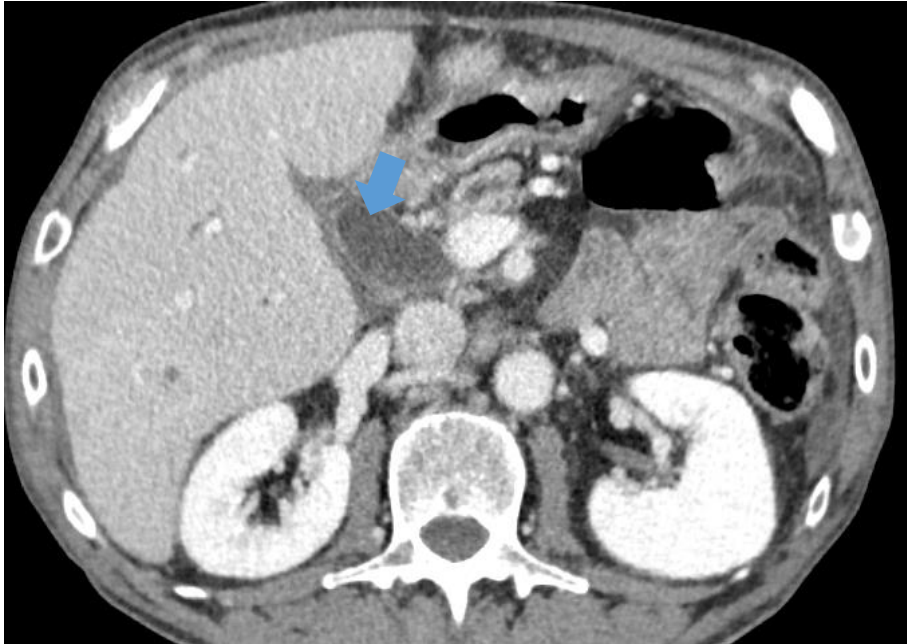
Imagen de TC en paciente con PS que muestra dilatación del colédoco de forma progresiva y de bordes lisos.
